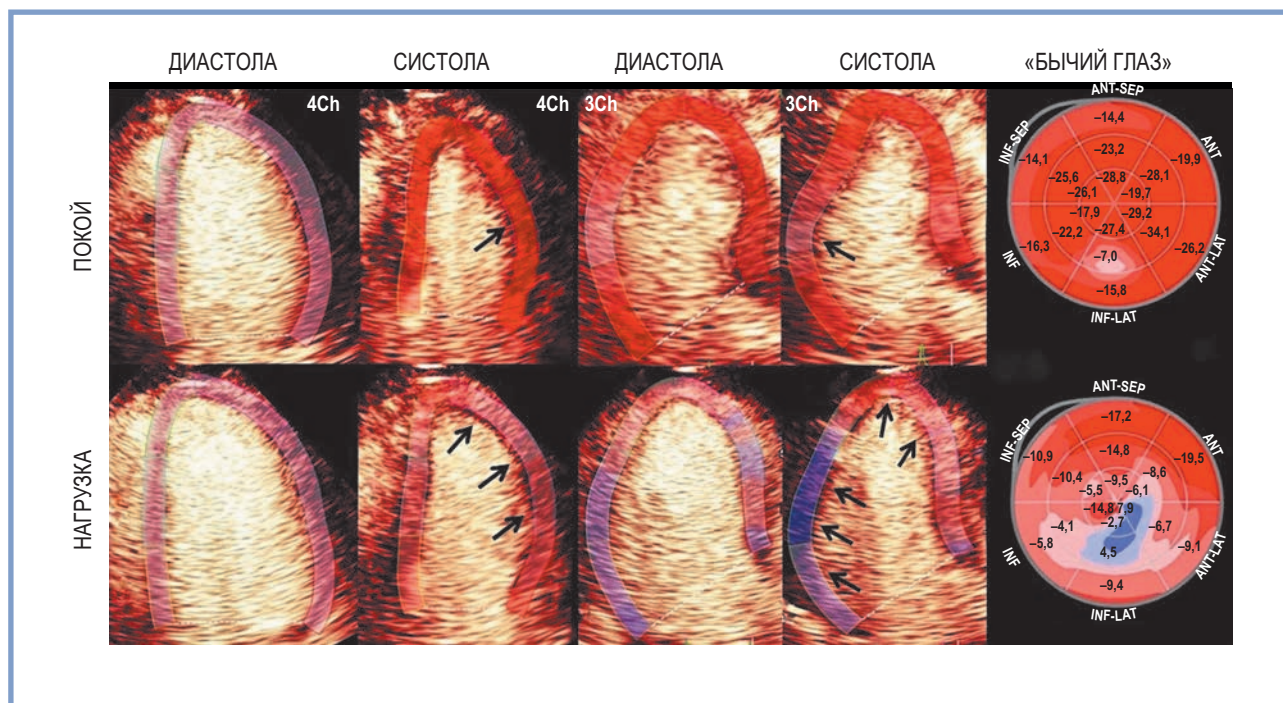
Четырехкамерная апикальная позиция: комбинация миокардиальной контрастной стресс-эхокардиографии и спекл-трекинг-эхокардиографии.
